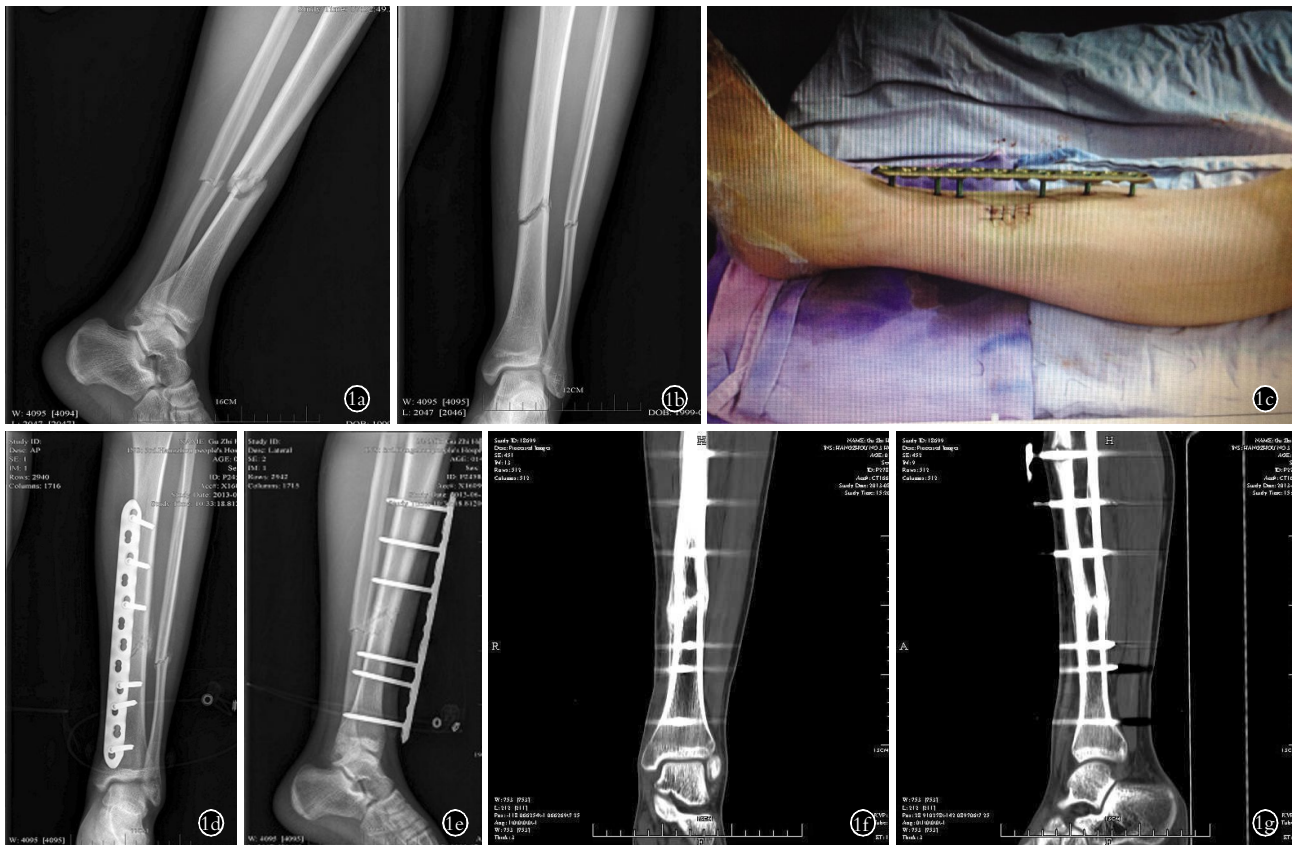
男,14 岁,胫腓骨中下段骨折 1a,1b. 术前正侧位 X 线片示胫腓骨中下段骨折,骨折端移位 1c. 术中钢板置于胫骨前方,骨折两端各 3 枚螺钉固定 1d,1e. 术后 1 个月正侧位 X 线片示胫骨骨折对位对线良好 1f,1g. 术后 3 个月 CT 重建示胫骨骨折对位对线良好,骨折线迷糊、消失,骨折端骨痂连接
